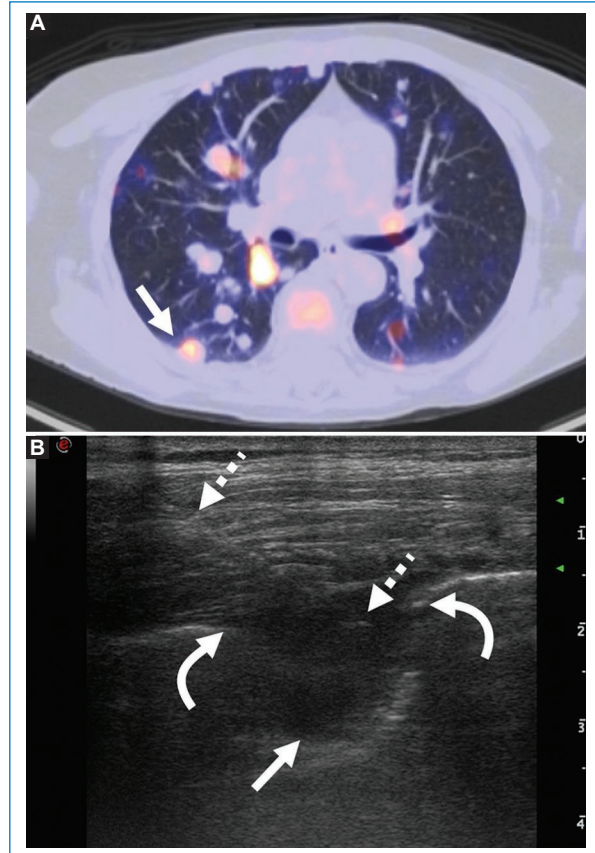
Mujer de 61 años con antecedentes de cáncer de endometrio en control oncológico. A: imagen de fusión por PET-TC de nódulo pulmonar hipermetabólico (flecha) con contacto pleural. Nótese otros nódulos, algunos hipermetabólicos dispersos en ambos pulmones. B: biopsia guiada por ecografía de nódulo subpleural (flecha) con aguja Franseen 18 G (flechas rayadas) en forma directa. Nótese la irrupción de línea ecogénica pleural (flechas curvas). Diagnóstico final: adenocarcinoma pobremente diferenciado, de origen endometrial.
